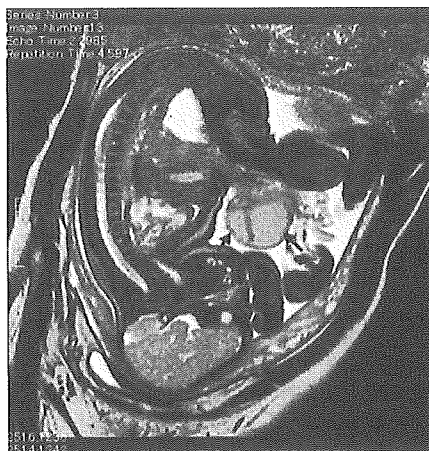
症例1の胎児 MRI 画像では、臍帯に隣接した腹壁から前方に突出するループ状の管腔構造物とその拡張をみとめた (矢印)。術後診断は臍腸瘻による腸管虚血が原因と考えられる回腸閉鎖症と破裂臍帯ヘルニアであった。
